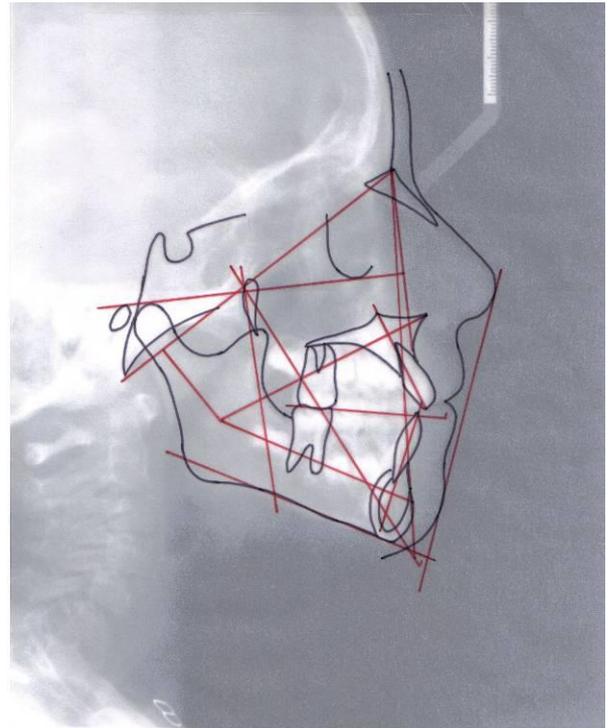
Teleradiografia inicial + traçado cefalométrico
